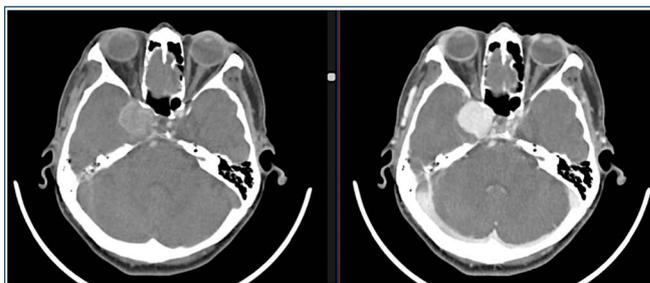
Tomografia computadorizada contrastada (fase arterial à esquerda e fase venosa precoce à direita), com aneurisma evidenciado e medidas de 2,6cmx2,6cmx2,6cm.
